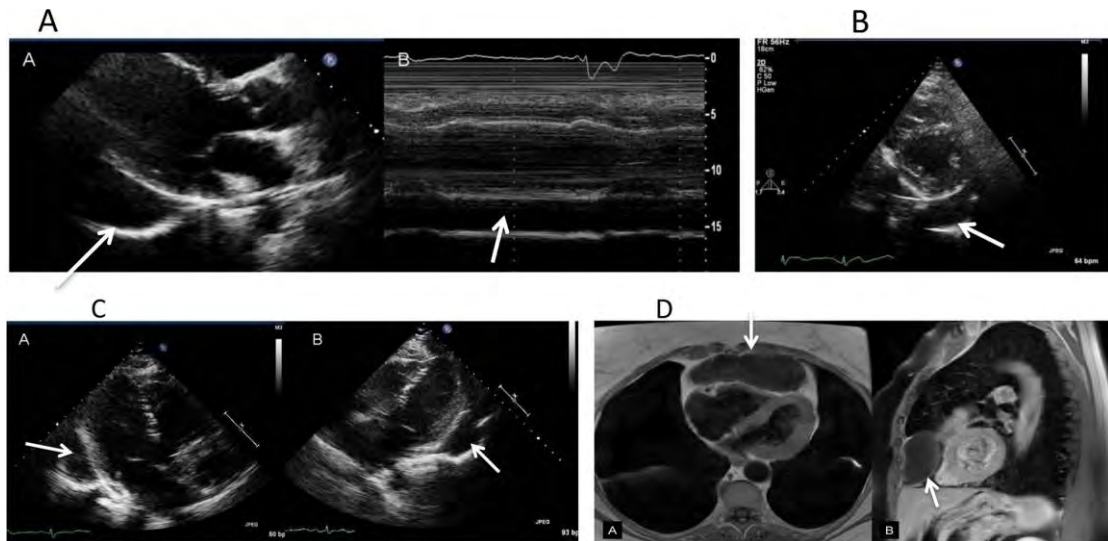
(A) 胸骨旁长轴切面 (左) 及 M 型超声心动图 (右) 和短轴切面 (B) (视频 26 和 27; www.onlinejase.com)。在左心室后方可见一较大无回声囊性结构。在心尖切面 (C), 当探头轻微旋转和声束定位于四腔心 (左) 或三腔心 (右) 后方时可以看到该透明结构 (视频 28; www.onlinejase.com)。在 CMR 图像上 (D), 很容易看到心包囊肿。T1W 轴图像 (左) 显示前纵隔局部液体高信号, 提示为单纯液体的囊肿。钆剂显像后的 T1W 矢状图 (右) 显示前纵隔病变未见增强。所有图像中白箭头标示出心包囊肿。
